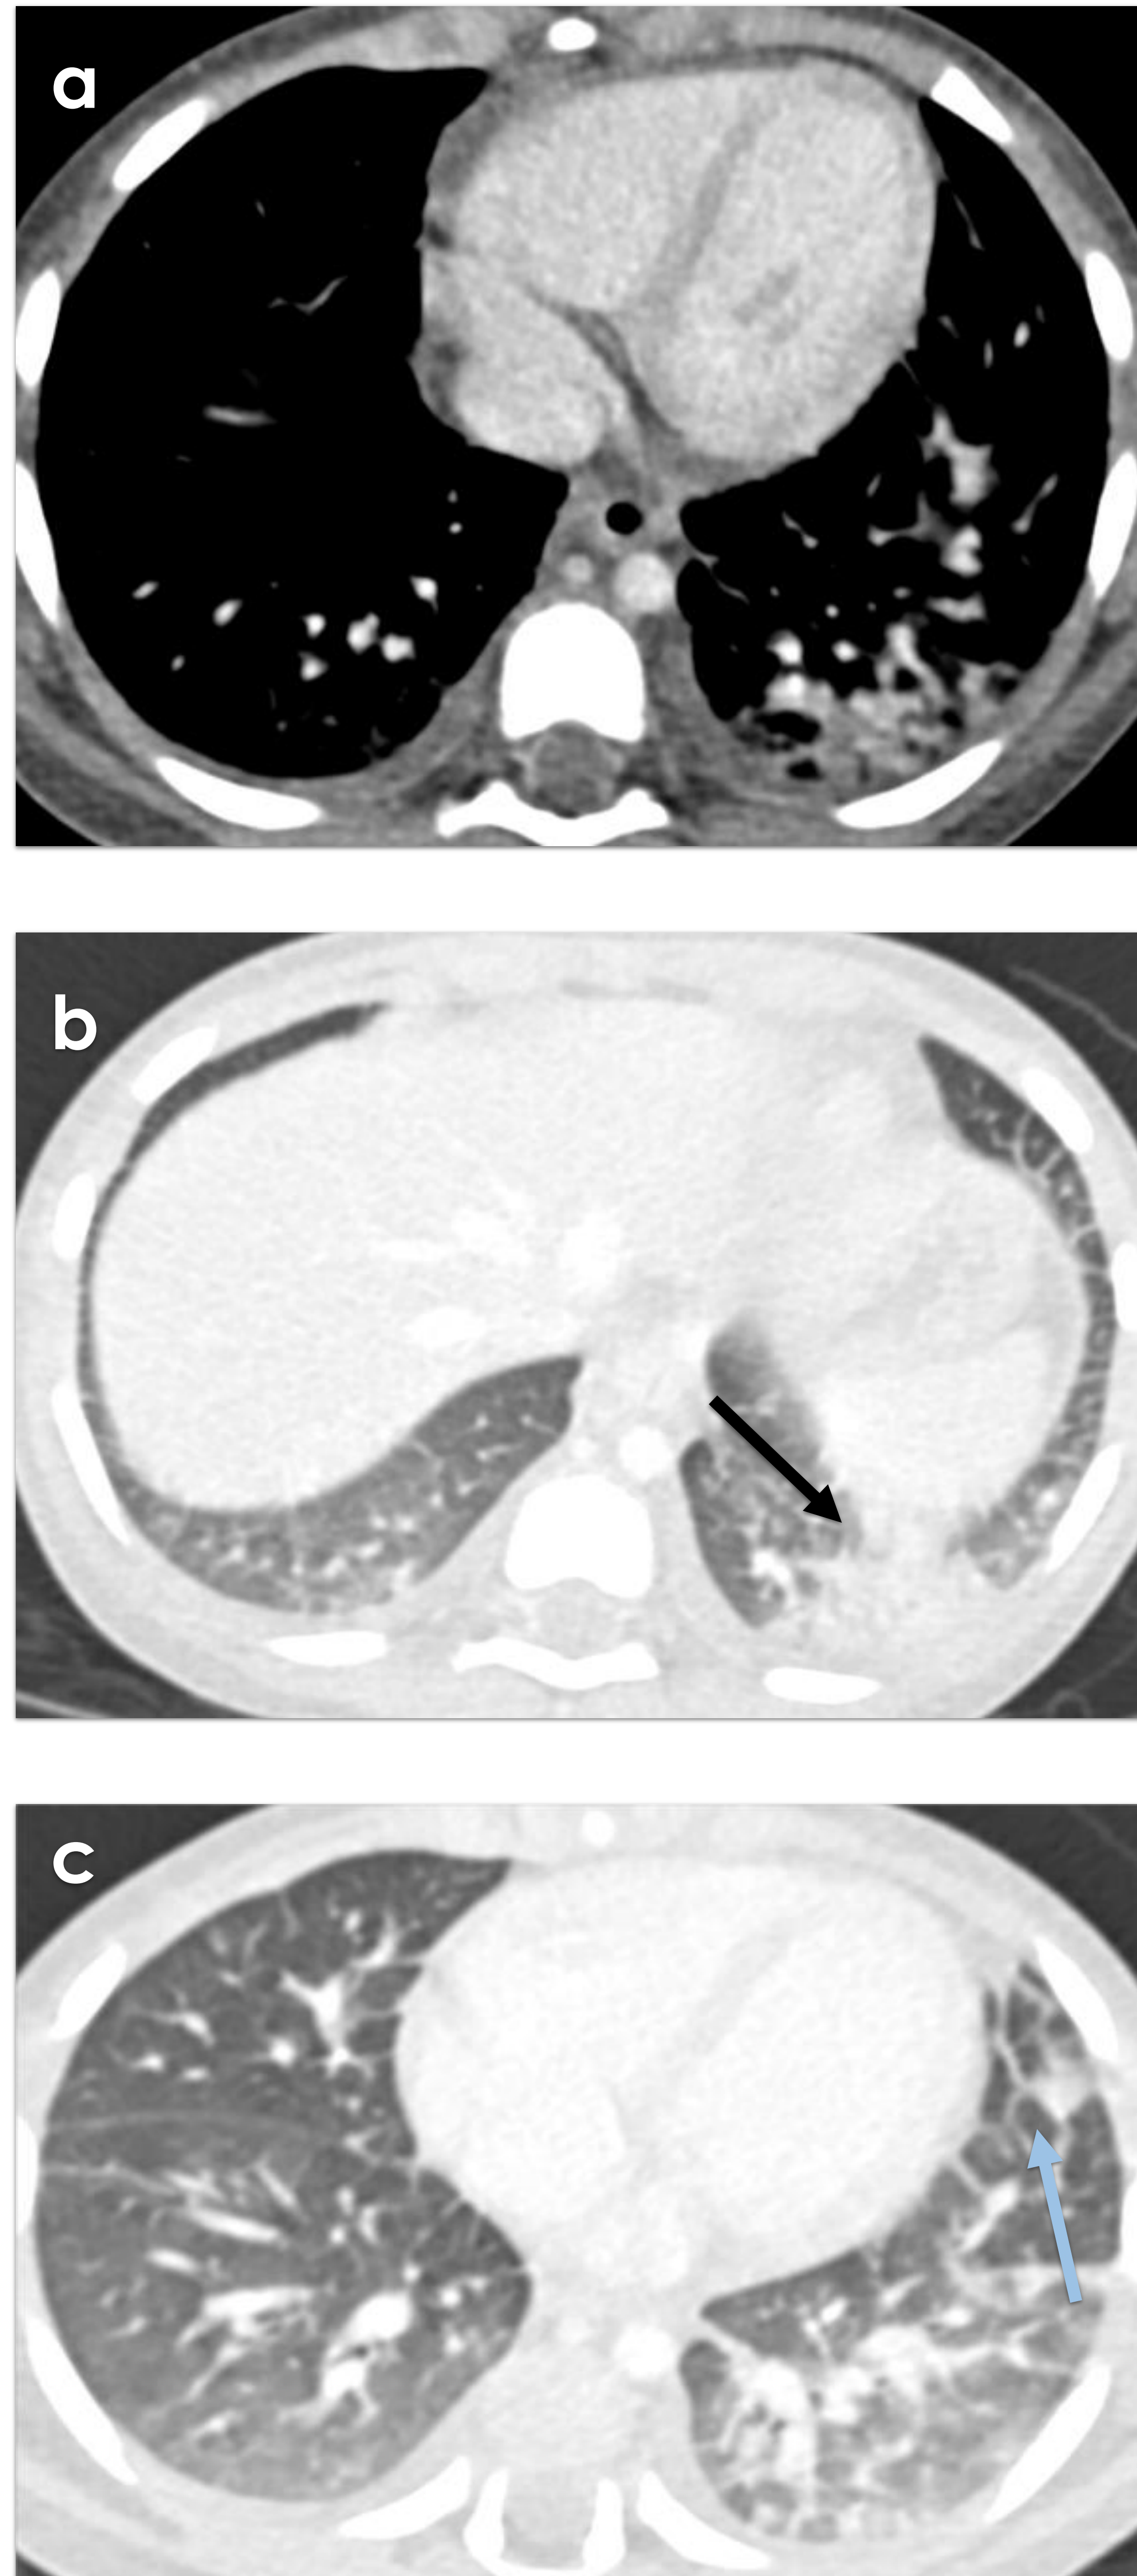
Mismo paciente que Figura 3. TC torácica con ventana de mediastino (a) y de pulmón (b y c) que muestra pequeña consolidación en la base izquierda (flecha negra) así como engrosamiento de septos intersticiales (flecha azul) y opacidades en vidrio deslustrado en ambos bases pulmonares.
